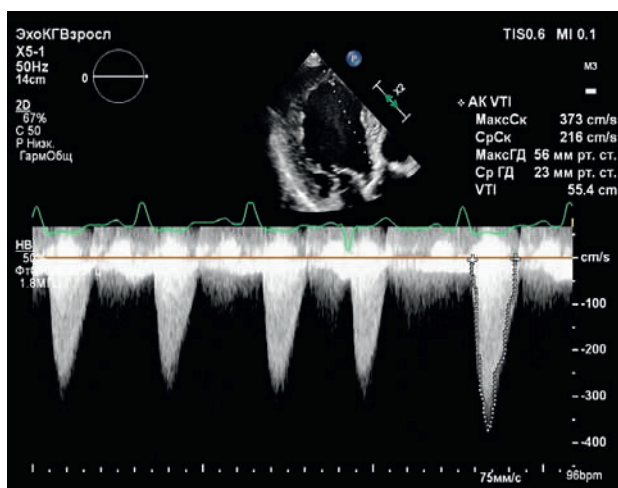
Эхокардиография до начала интервенционного лечения: пиковый градиент давления на АК составляет 56 мм рт. ст., средний – 23 мм рт. ст.
